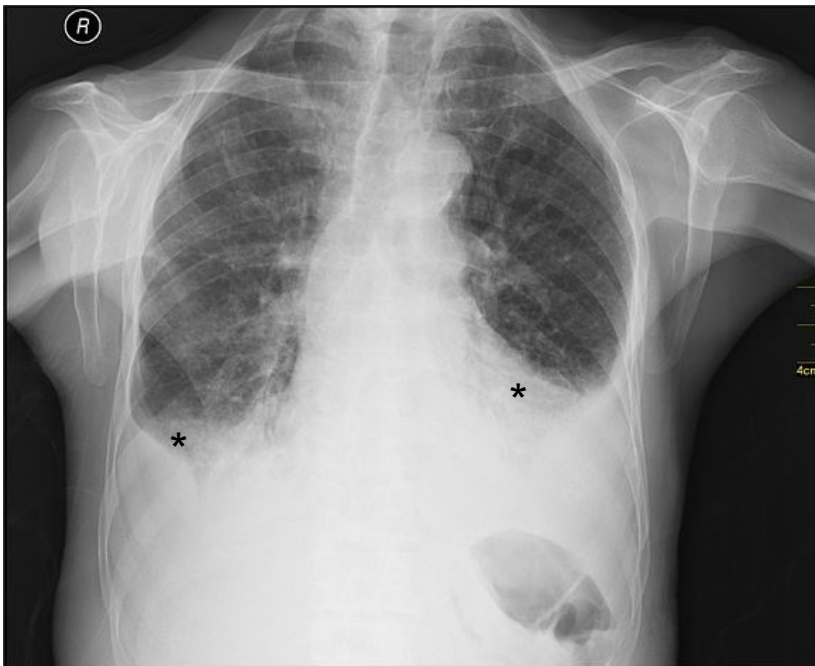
Röntgen-Thorax p.a.: Pleuraergüsse beidseits
